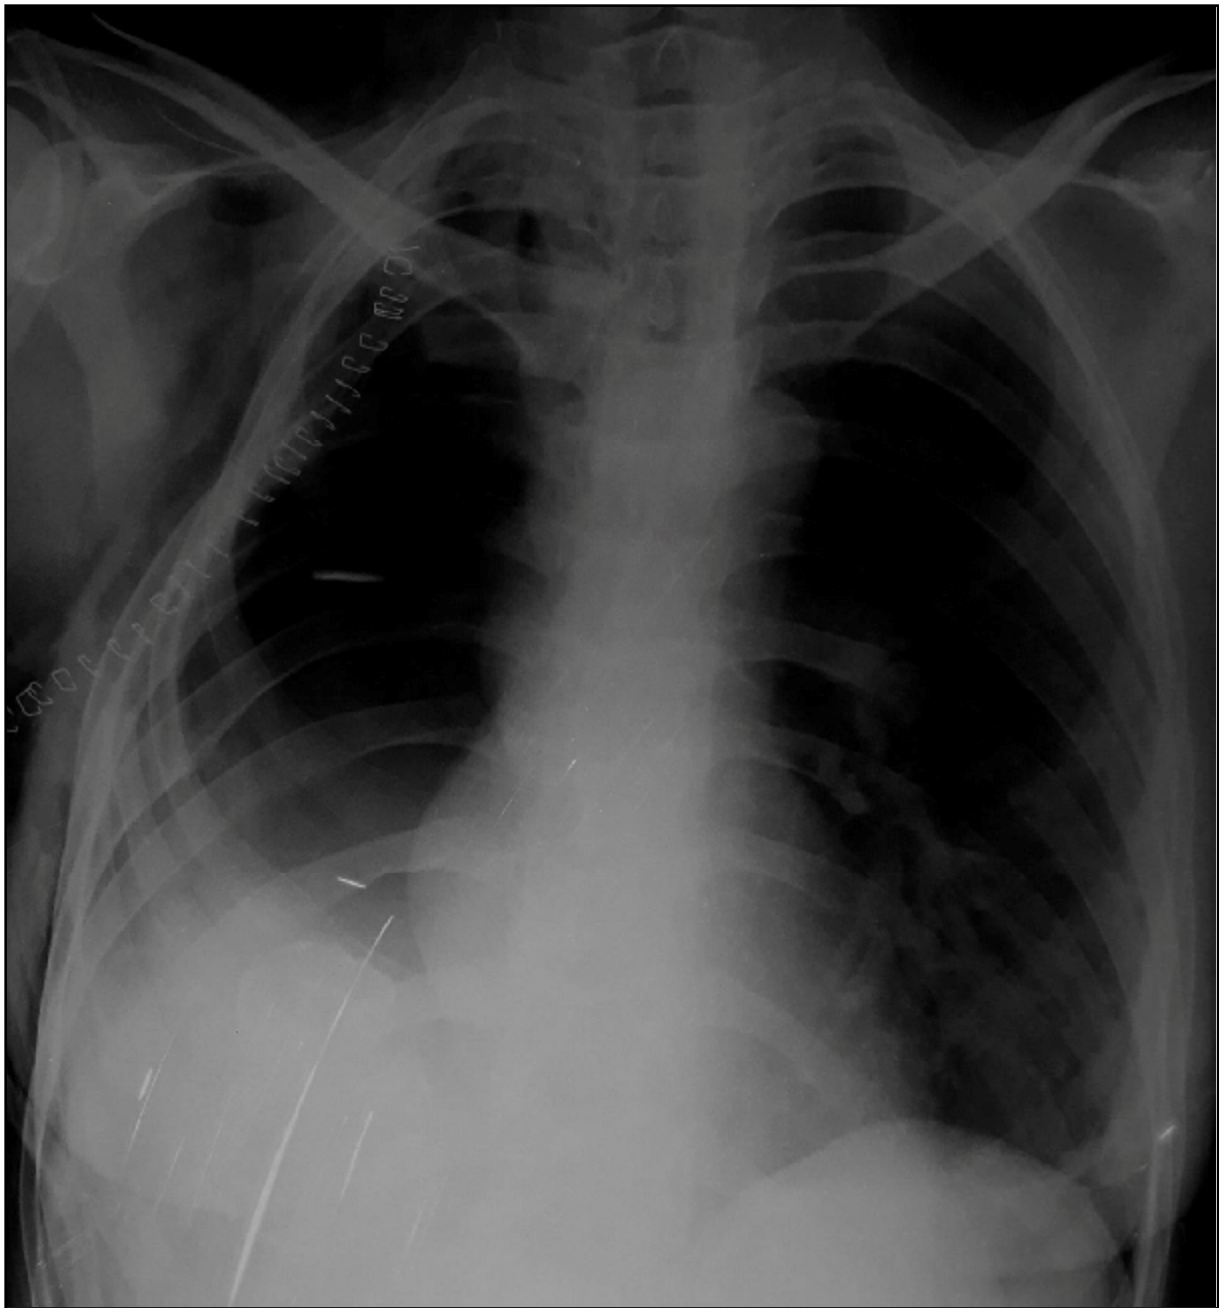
radiographie thoracique standard de face au lit à J1 d'une pneumonectomie droite montrant une cavité aérique avec grisaille basale correspondant au début de comblement de la cavité par le liquide de substitution
